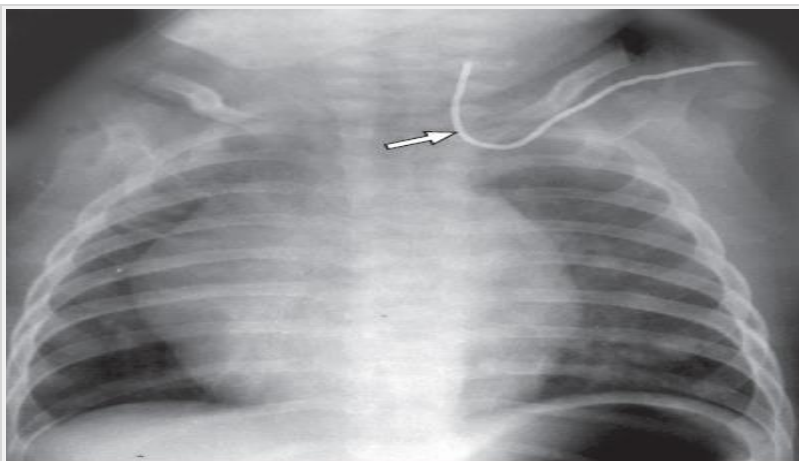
Рентгенография. Некорректная позиция центрального венозного катетера, установленного через подключичную вену (катетер расположен против тока крови во внутренней яремной вене).
